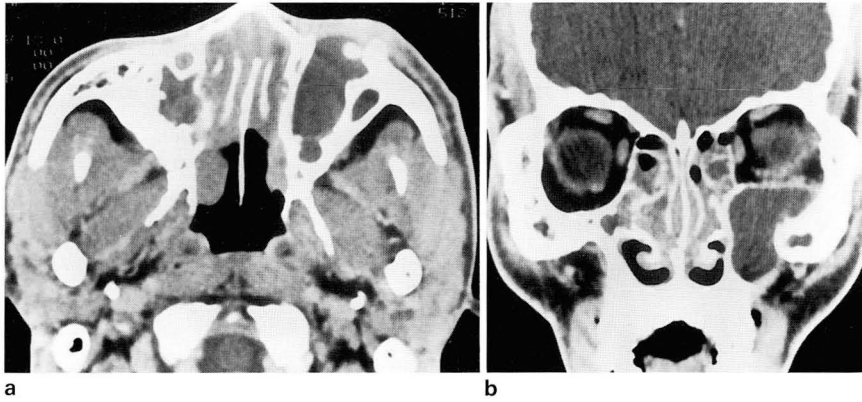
Thirty-three-year-old man with proptosis of the left eye. Post-contrast axial (a) and coronal (b) CT images show a cystic expansile mass in the left maxillary sinus with erosion of anterior and superior wall. The mass extends into the left orbit (b) and a localized bony defect is seen in the anteroinferior wall of the left maxillary sinus.
